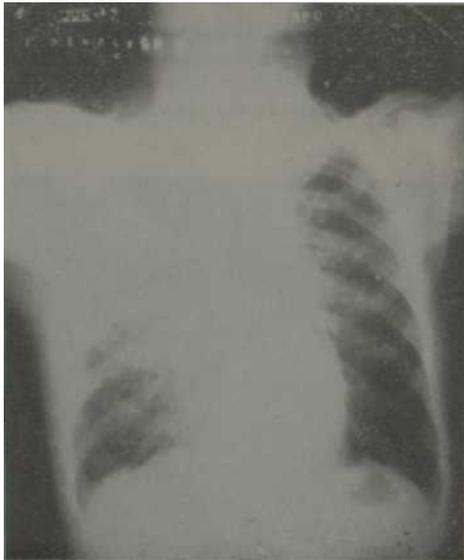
Radiografía de tórax en posición posteroanterior. Lesiones ulcerofibrosas y exudativas en campo superior del pulmón derecho, donde se observa una cavidad ocupada por concreción opaca en la región intraclavicular derecha. Velamiento por pleuritis plástica apical izquierda. Pinzamiento hemidiafrágico.
